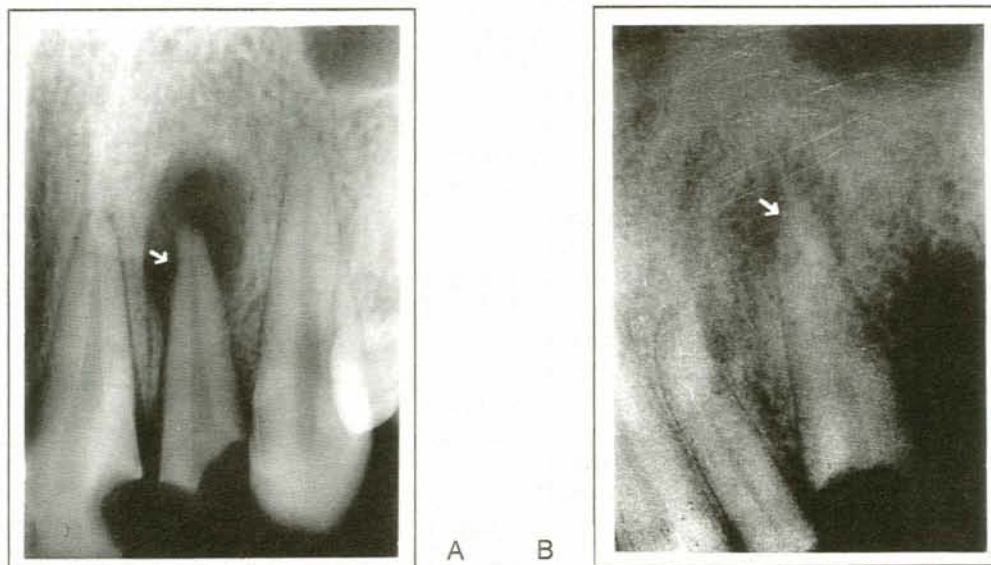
Radiografias que mostram reabsorções radiculares em "fundo liso" (A) e em aspecto corroído (B).
